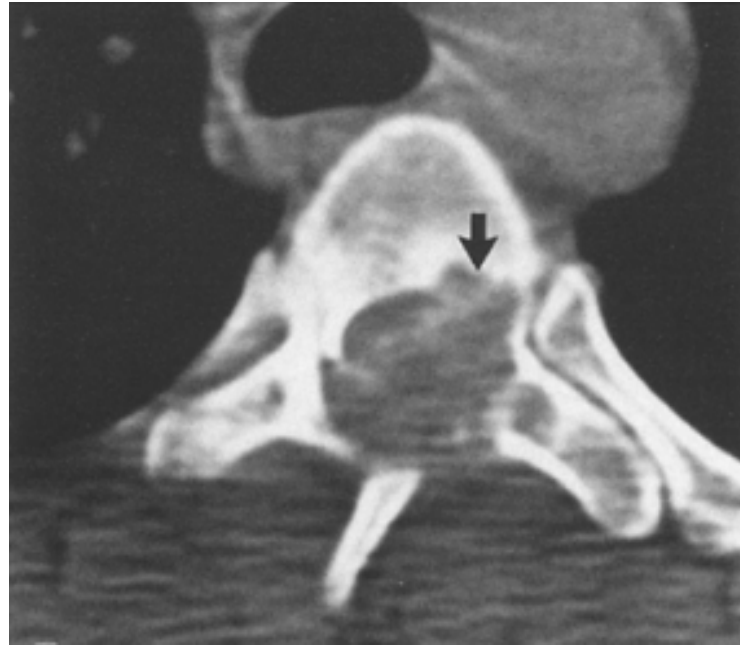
TDM rachidienne en coupe axiale passant par T5 qui montre une destruction osseuse de l'arc neural (lames et pédicules) et une partie du corps vertébral postérieur. [77]
